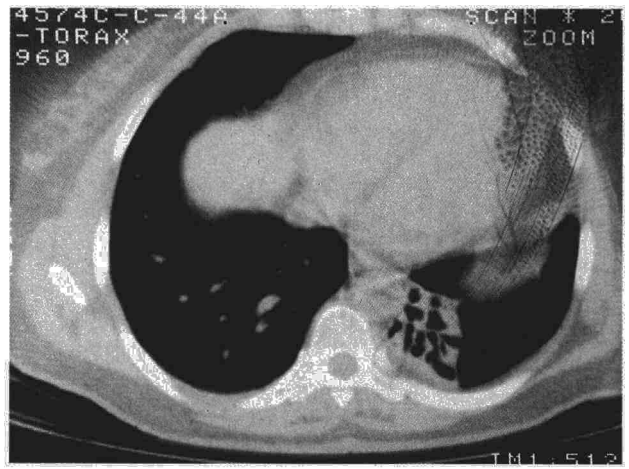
Corte de TAC mostrando imágenes muy sugestivas de bronquiectasias localizadas a nivel de segmentos posteriores del lóbulo inferior izquierdo.
